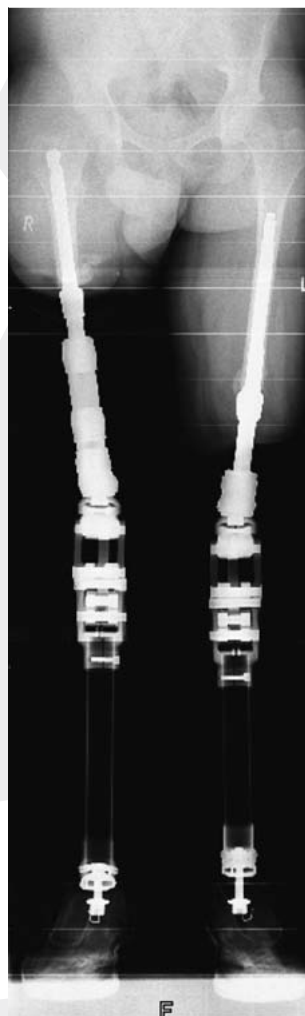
Röntgenbefund nach Mobilisation.
